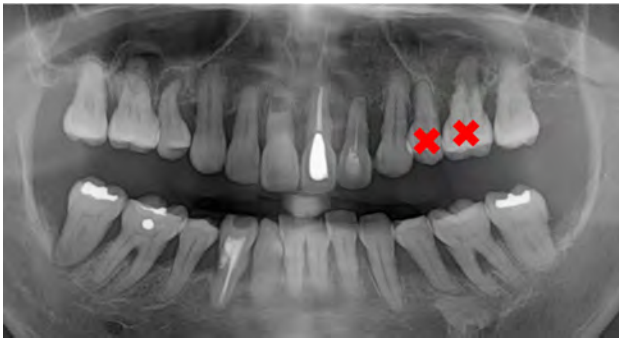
The initial panoramic radiograph showed advanced periodontitis with apical involvement on the left maxillary second premolar and first molar, which were decided to be extracted.
